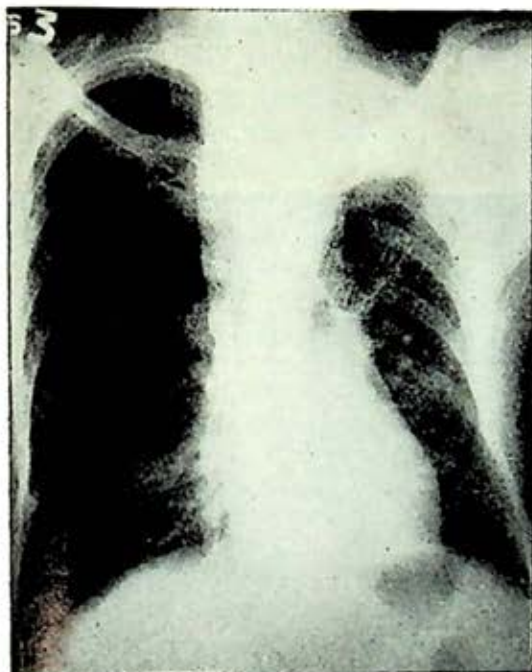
Radiografía simple de tórax que muestra opacidad homogénea apical izquierda con retracción moderada de tráquea e hilio del mismo lado. Sobredistensión pulmonar importante con la presencia de bulas enfisematosas de mayor importancia en el lado derecho.
